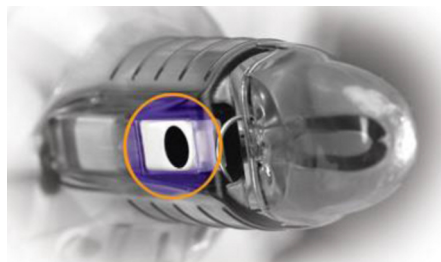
Anoscopia con sonda Doppler
